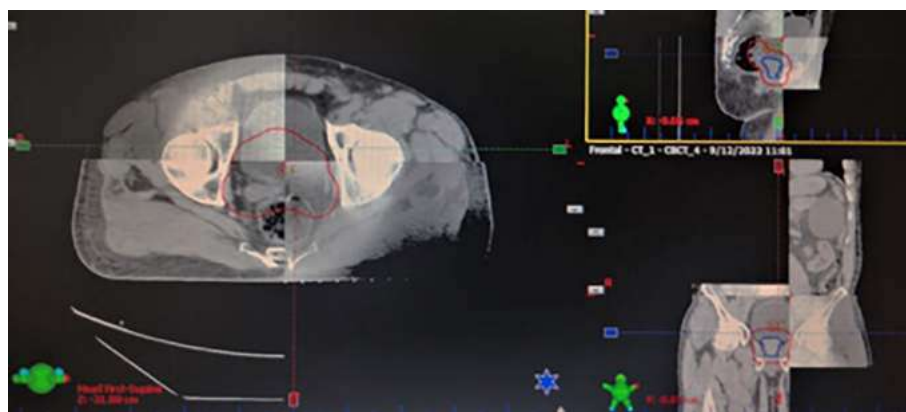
Tomografía de haz cónico que toma el sistema *OBI* (*On Board Image*) la cual se superpone con la tomografía de simulación donde se verifica el volumen y posición diaria de la vejiga, próstata y recto, posterior a realizar el ajuste de posicionamiento con la RRD.
